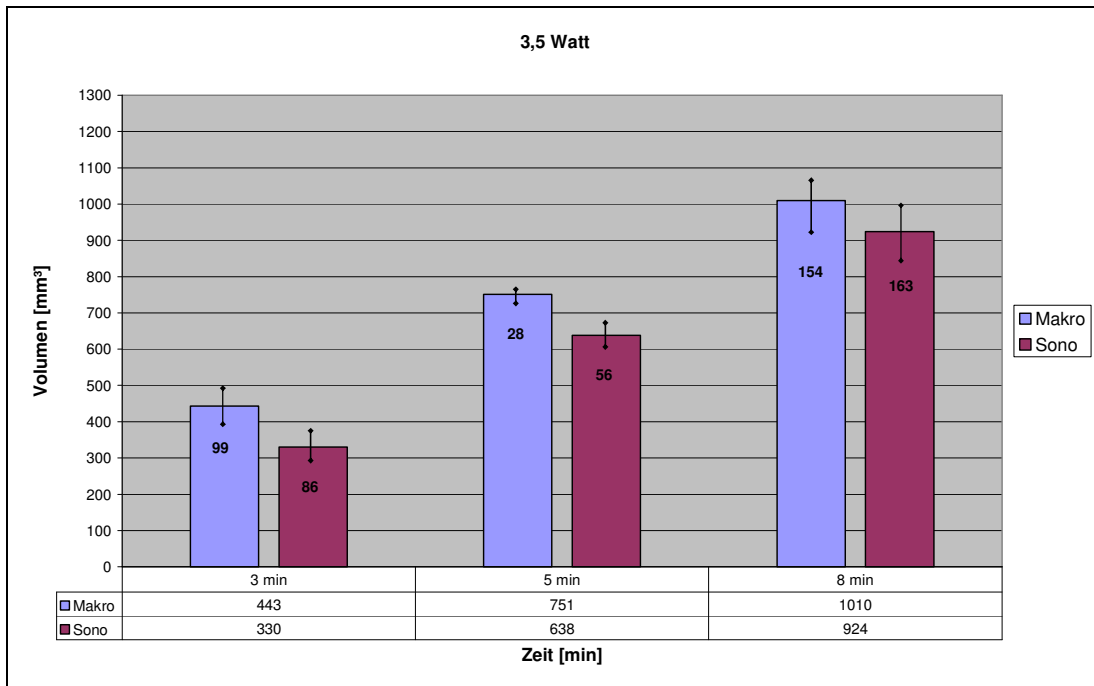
Dosis-Wirkungs-Beziehungen für Leber ohne Perfusion bei 3,5 Watt. Angegeben sind jeweils die Mittelwerte und die Standardabweichungen. Mittlere Abweichung der sonographischen Werte 20,4 %.
